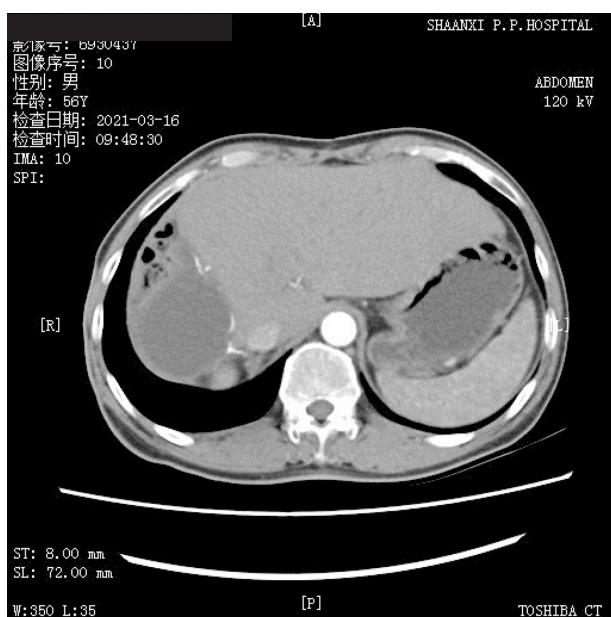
术后半年复查增强CT, 肝断面可见包裹性积液, 无肿瘤复发。
